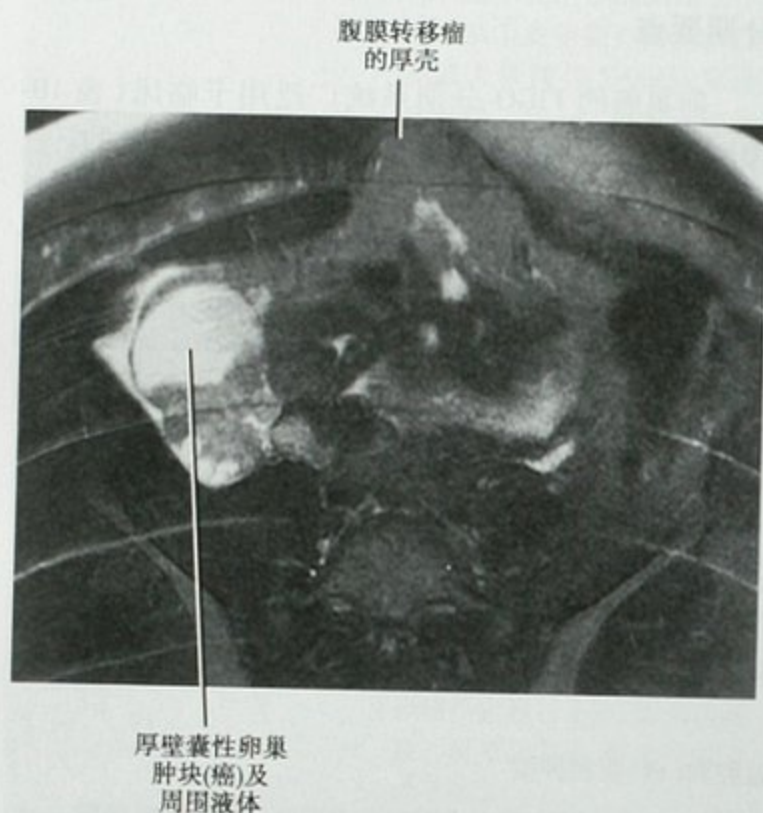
MRI 横断面 T2WI 可见卵巢癌腹膜转移
